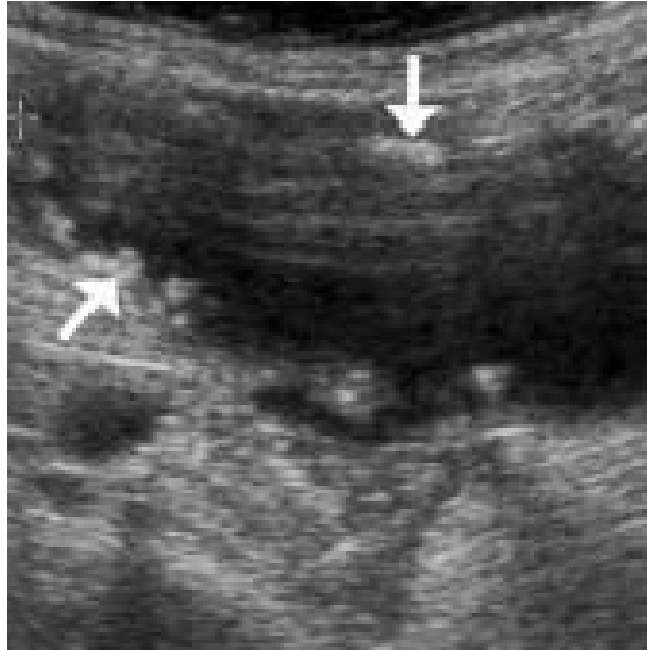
coupe échographie montrant une large mucocèle à contenu transsonore avec calcifications pariétales hyperéchogènes (flèches) [37].
